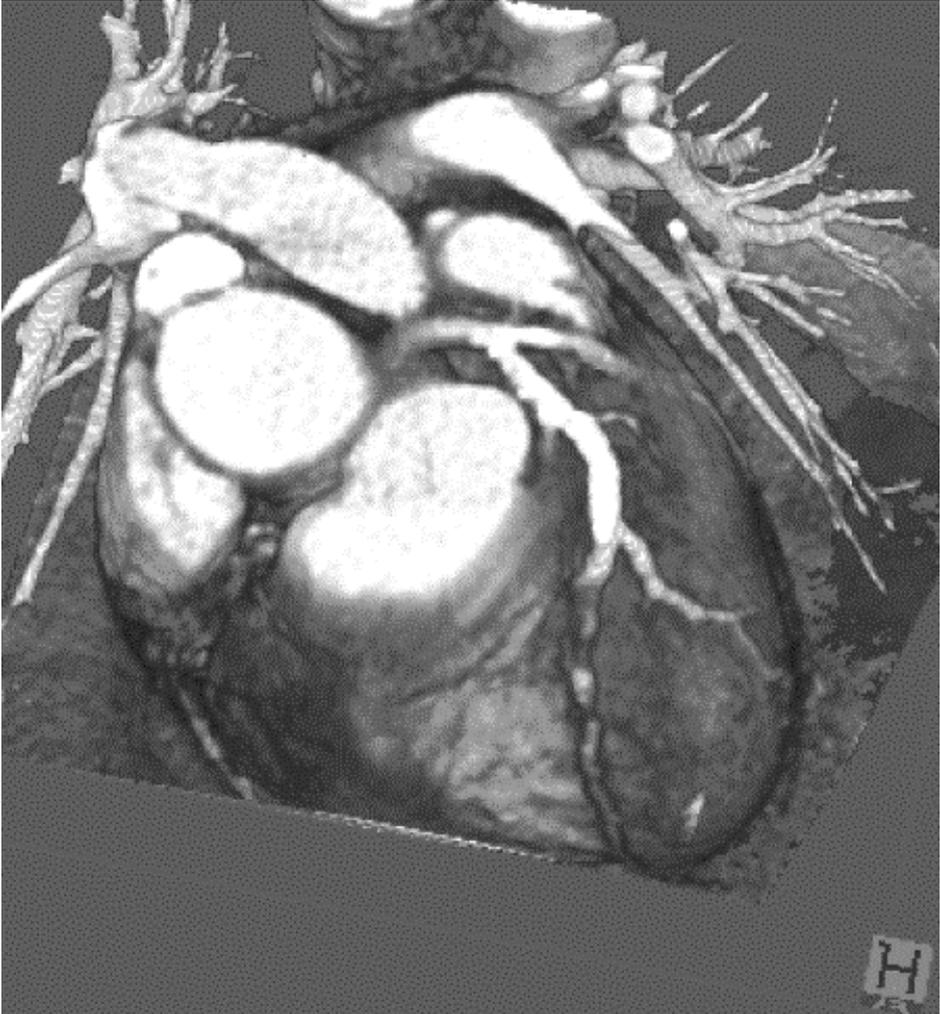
Rekonstruktion der Coronargefäße auf der Grundlage einer CT-Schnittbildserie (Aufnahmebedingungen: menschliches Herz, retrogrades gating, enddiastolischer Zustand)
